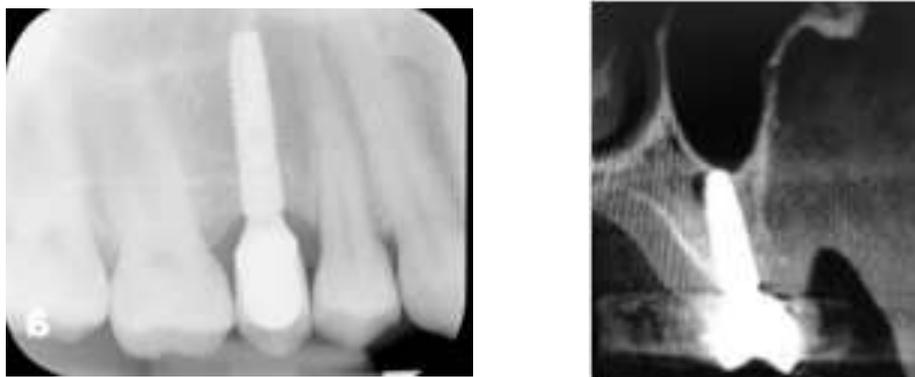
Radiografía y TC a los 6 meses. En la radiografía se observaron niveles óseos satisfactorios. En la tomografía computarizada se mostró el hueso existente y la osificación del andamio de colágeno. (14)
